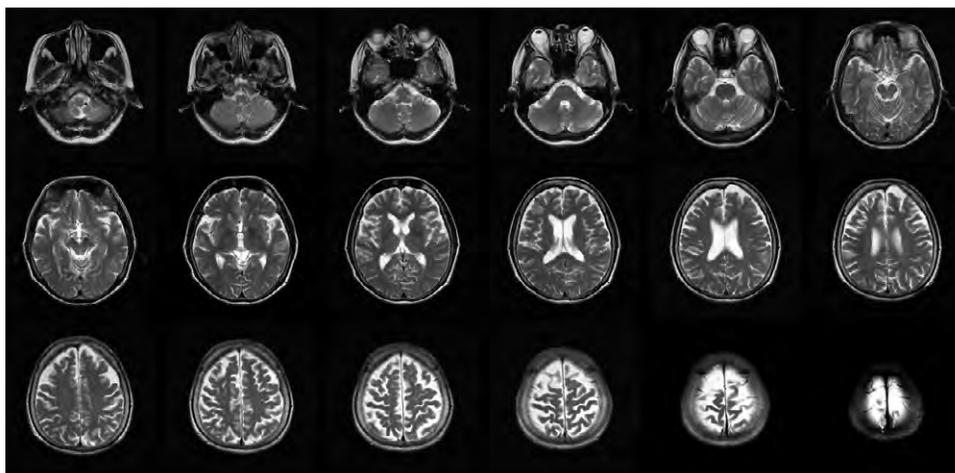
初回のMRI：ほぼ対称性に両側前頭・側頭葉、高位頭頂葉を中心とする脳萎縮を認めた。脳幹部の萎縮ははっきりしなかった、またラクナ梗塞との血管障害も認めなかった。
